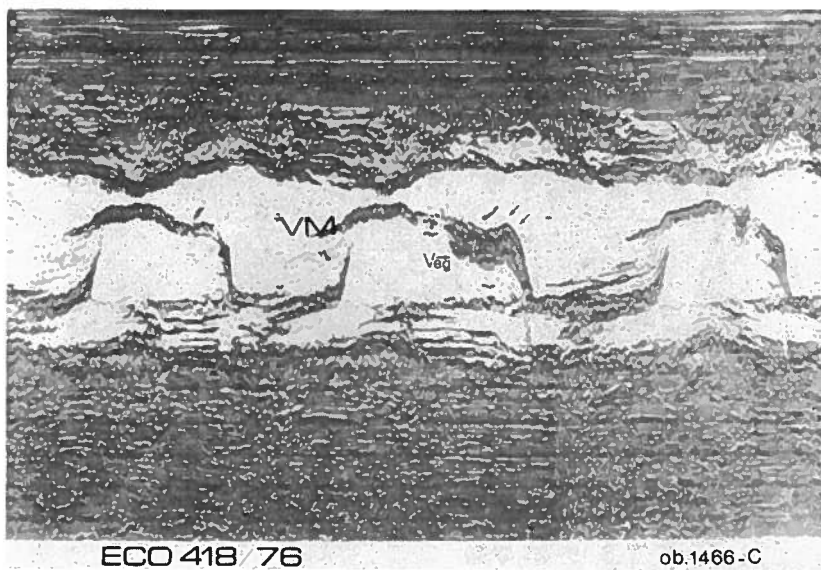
Caso 7a — Válvula mitral (VM) registada à velocidade de 50 mm/seg. A vegetação (veg) varia de posição com ligeiras modificações da angulação do feixe de ultrasons.
